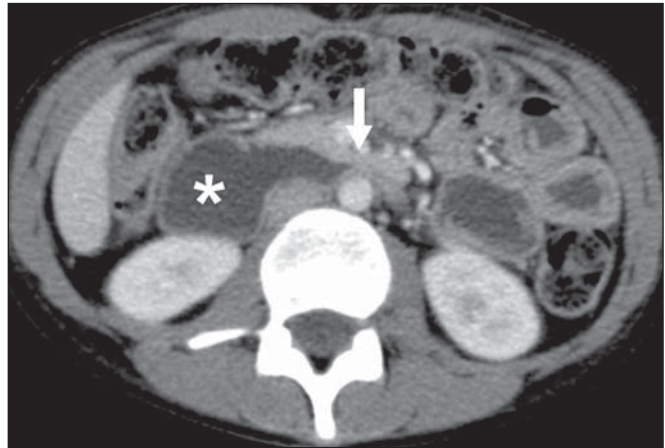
Síndrome da artéria mesentérica superior. TC axial. Compressão da terceira porção duodenal (seta) entre a artéria mesentérica superior e a aorta, com consequente dilatação a montante (asterisco).
